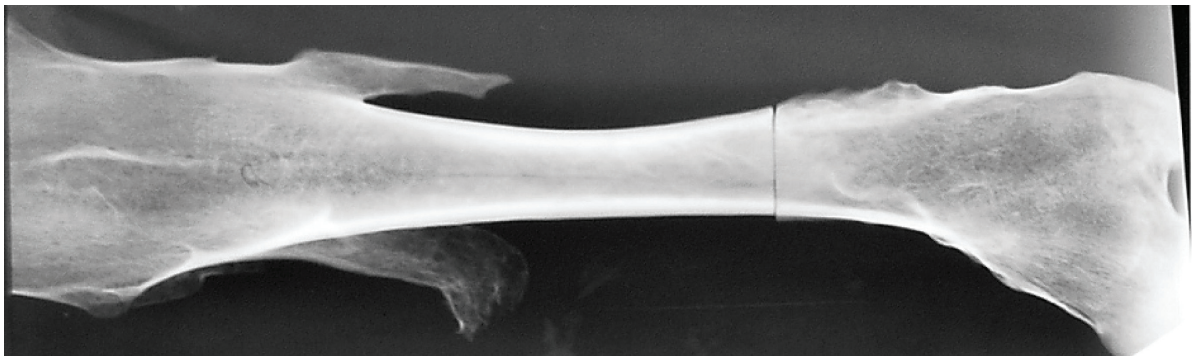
Рентгеновский снимок. Правая бедренная кость
